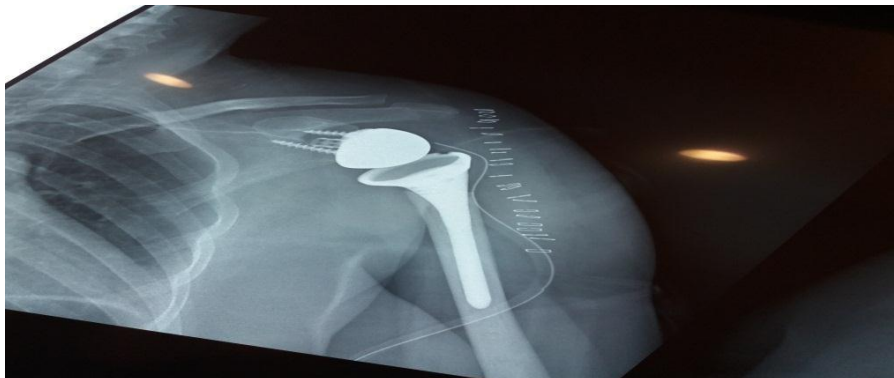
Radiographie de face de l'épaule gauche après implatation de la prothèse inversée.
